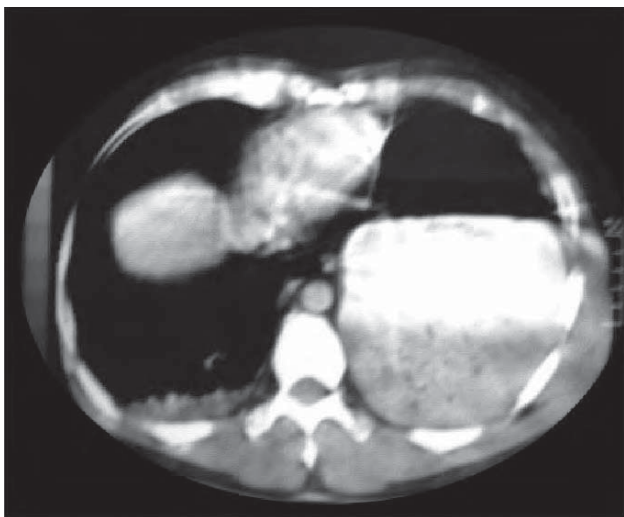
/25.- TAC de tórax. Mismo caso de Fig. 64/24. Se observa el pasaje del estómago al interior del tórax como consecuencia de la ruptura del hemidiafragma izquierdo.
